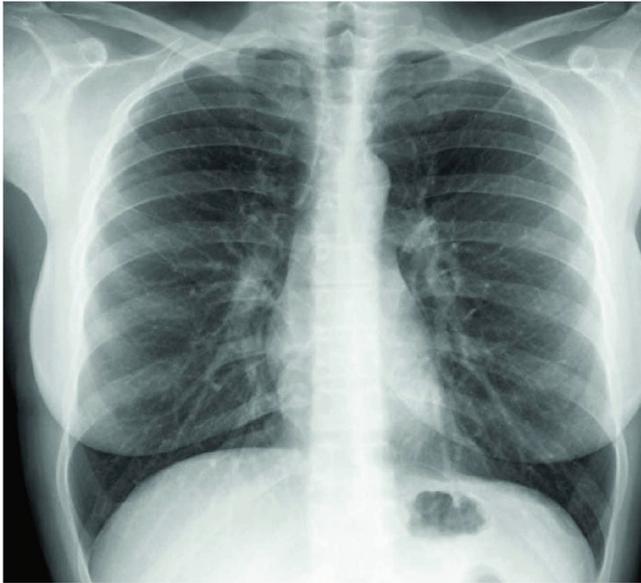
Radiografía de tórax normal en un paciente con asma bronquial.
